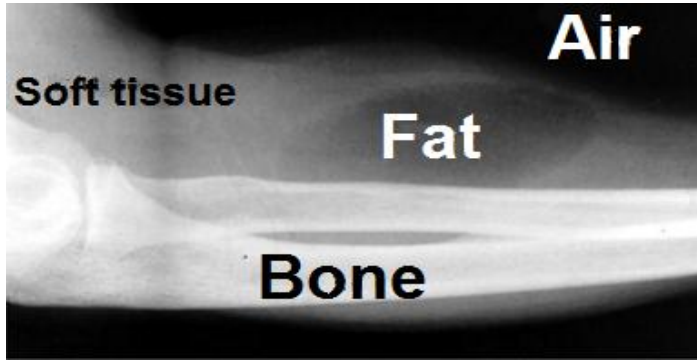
Key concept. The five radiographic densities are in order of increasing brightness: 1. Air, 2. Fat, 3. Fluid, 4. Bone, 5. Metal.
